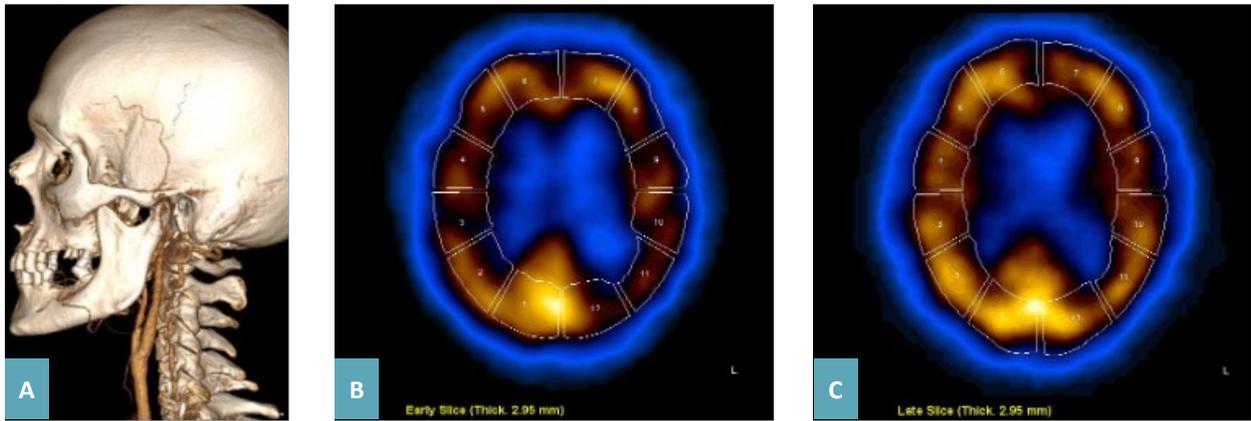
На 5 сутки после операции выполнена контрольная КТ-ангиография, (А), контрольная ОФЭКТ с ^{99m}Tc (С); по сравнению с предыдущим исследованием (В) определяется значительное улучшение перфузии по обеим гемисферам.
